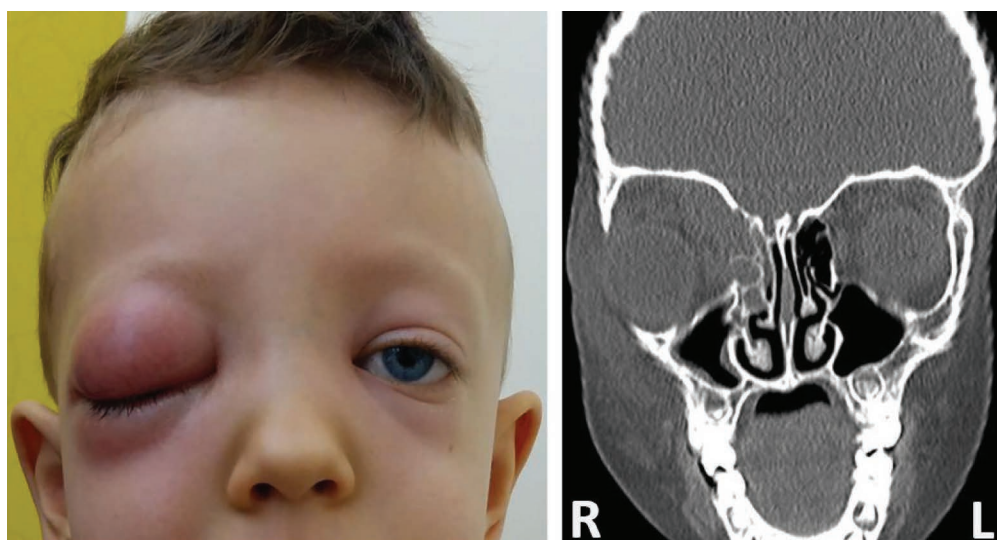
a, b. Photograph (a) and computed tomography (b) of the patient on the admission day
